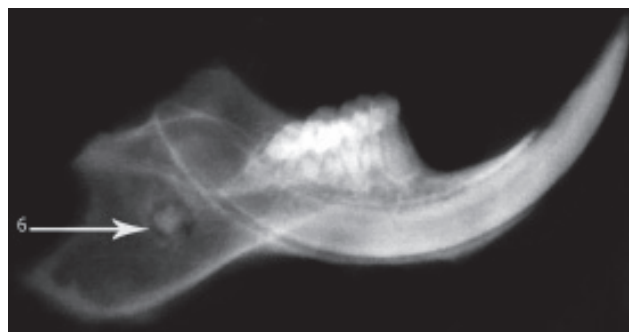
Рентгенологічний знімок нижньої щелепи щура зліва. Дослідна група, 21 доба експерименту.
